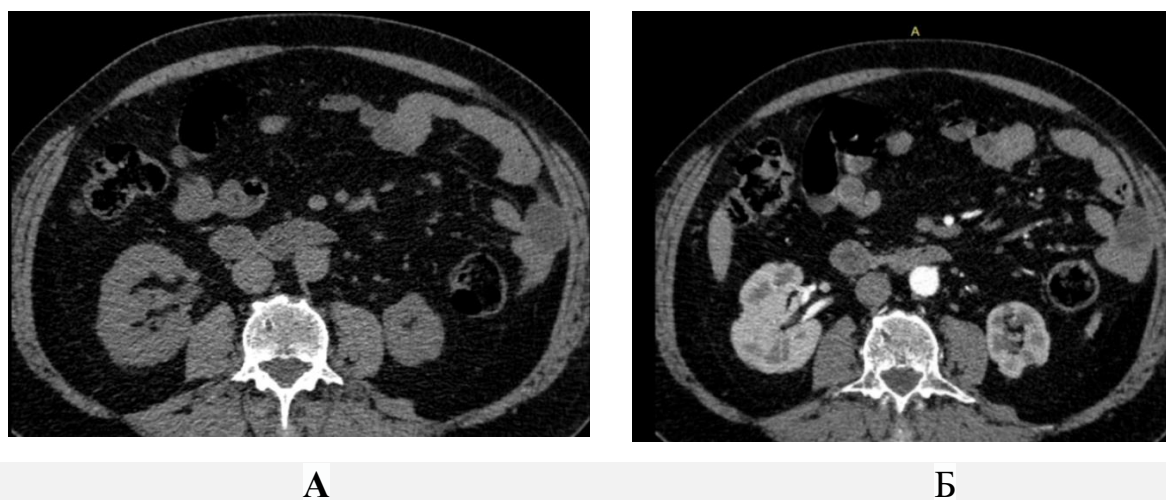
МСКТ почек с контрастным усилением в аксиальной проекции (Омнипак, 350 мг йода/мл), пациент Р., 1975 г.р. с диагнозом СД 2 типа, стаж заболевания 12 лет: А) аксиальная проекция, нативное изображение Б) аксиальная проекция, поздняя артериальная фаза (20 сек).
